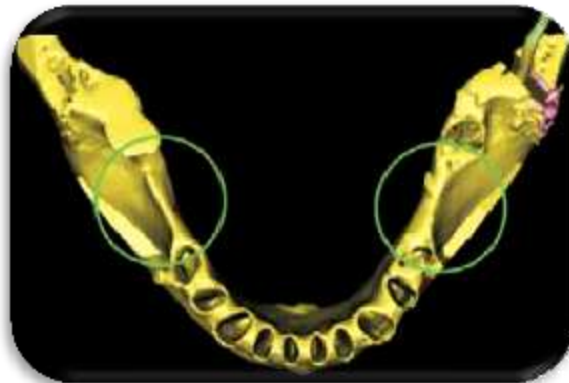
Tomografía axial computarizada<sup>2</sup>
